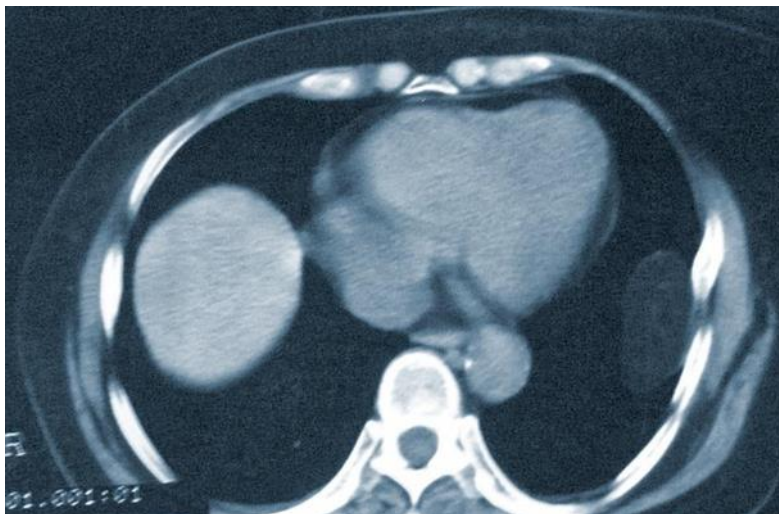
TAC a nivel de diafragma izquierdo.
